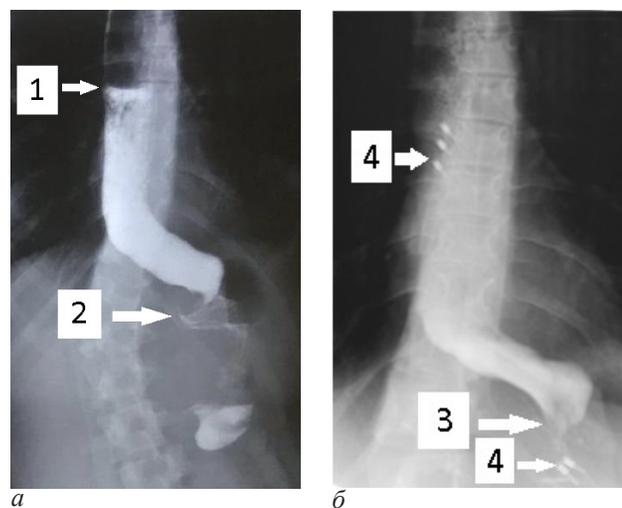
Рентгенограммы пищевода с контрастным веществом пациентки Г.: а – до пероральной эндоскопической миотомии; б – на 3-и сутки после пероральной эндоскопической миотомии; 1 – уровень контрастного вещества в пищеводе; 2 – фундопликационная манжета в области пищевода-желудочного перехода; 3 – пищевода-желудочный переход; 4 – металлические эндоскопические клипсы
